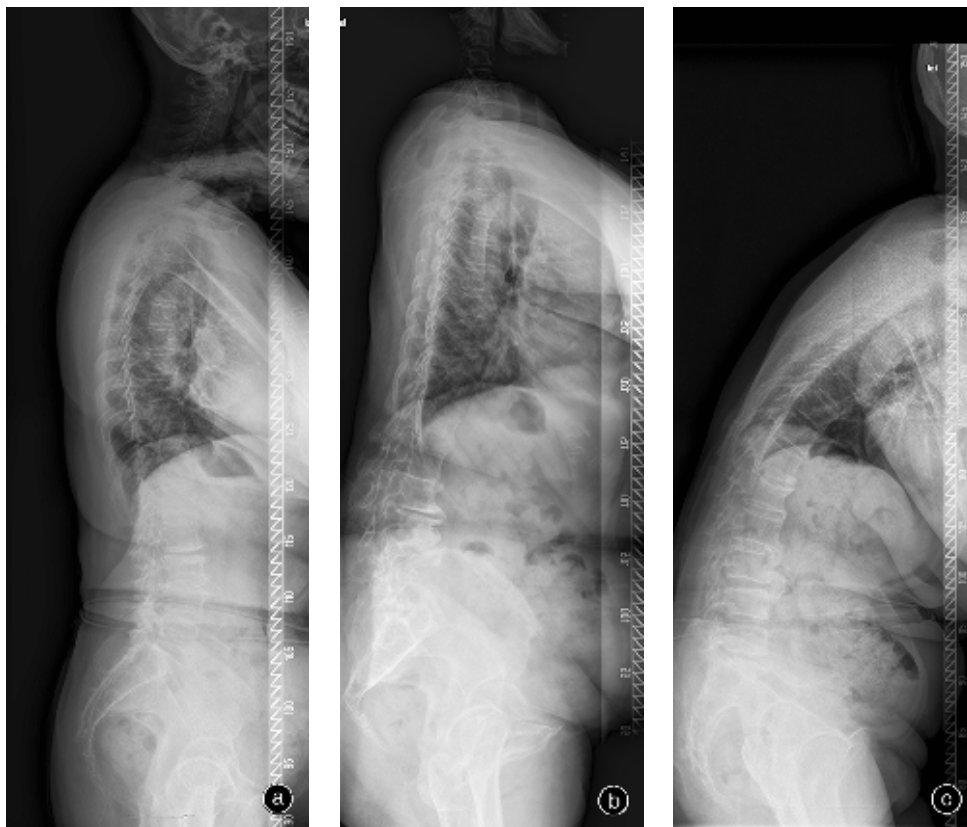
三种类型腰椎退行性侧凸患者的站立位脊柱全长侧位X线片 a I型:TK 18.3°,TL 4.5°,LL -41.6°,PI 48.9°,PT 18.5°,SS 30.4°,SVA 25.7 mm b II型:TK -4.1°,TL 0.6°,LL 1.5°,PI 47.7°,PT 29.5°,SS 18.2°,SVA 82.3 mm c III型:TK 18.8°,TL 28.7°,LL 9.5°,PI 41.4°,PT 24.1°,SS 17.3°,SVA 226.7 mm
